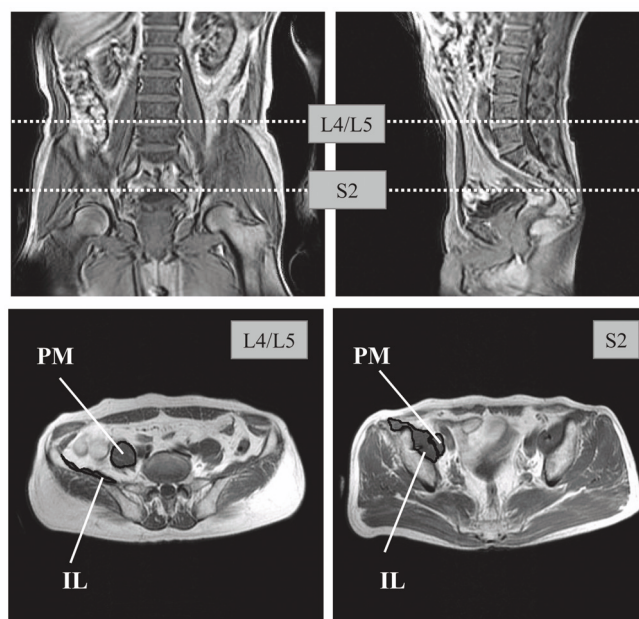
Examples of magnetic resonance imaging of iliopsoas muscle at L4/L5 disc and S2 level. PM: psoas major, IL: iliacus
